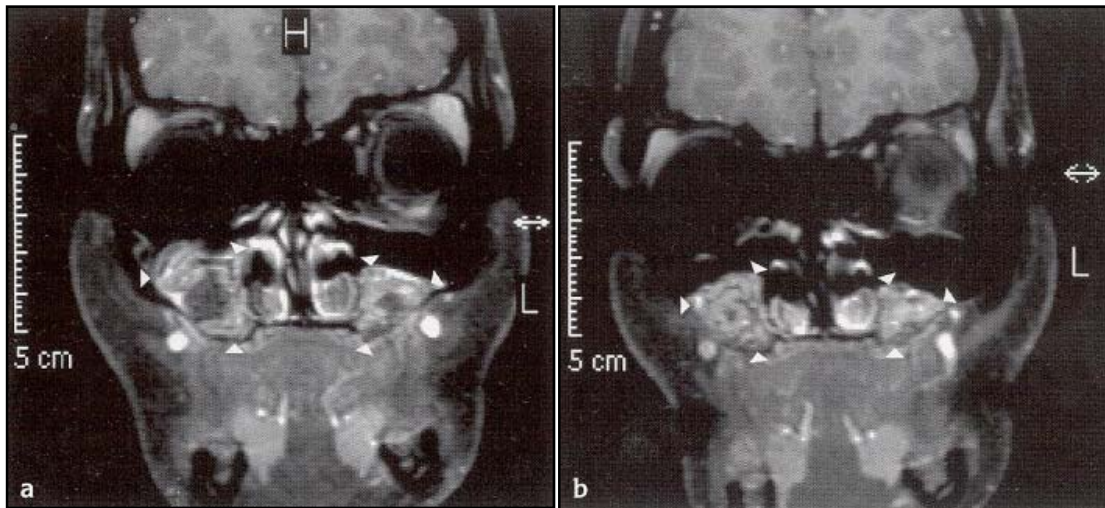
Ressonância magnética com contraste.
